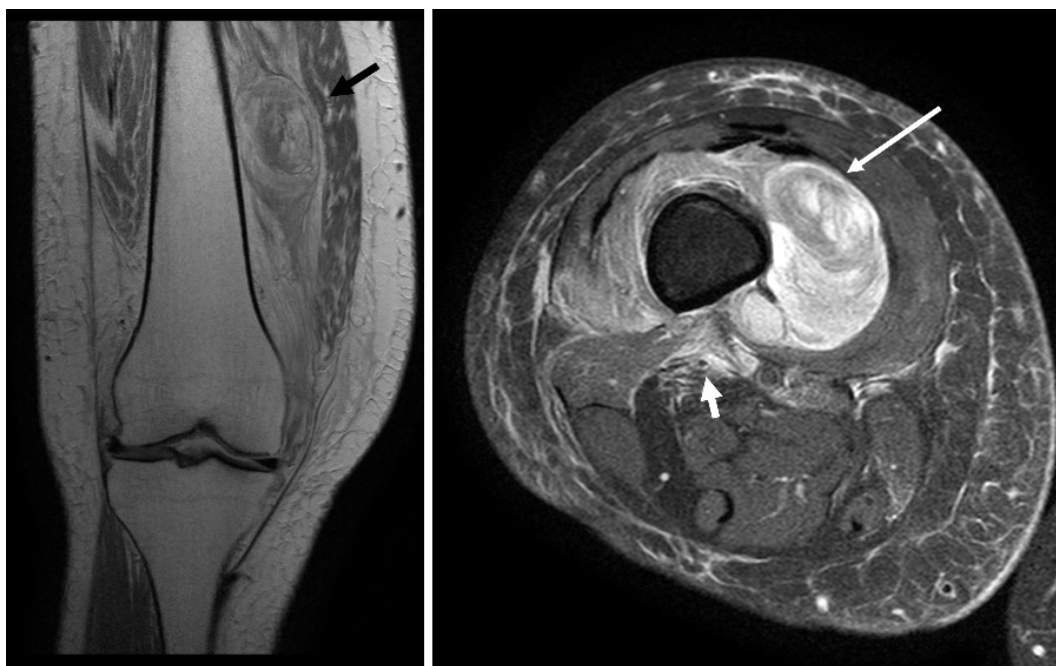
Resonancia magnética de muslo derecho mostrando: en corte sagital ponderado en T1(A), volumen muscular disminuido en forma generalizada, incremento en la interdigitación de grasa intramuscular, colección de aspecto hemático de 10 x 5 x 5 cm. En corte axial con supresión grasa (B), se observa desorganización de arquitectura del músculo vasto interno con hematoma que genera compresión de vena femoral.
